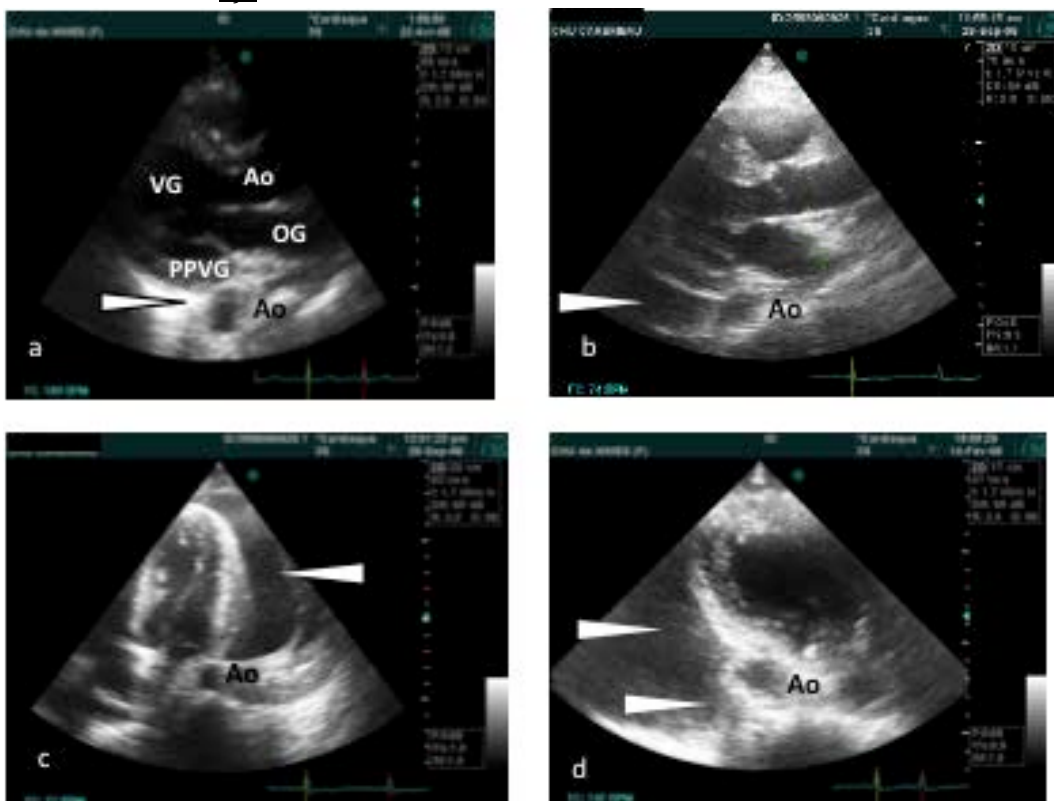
Diagnostic positif et différentiel d'épanchement péricardique. a : échographie normale, coupe PSGA. Le péricarde postérieur normal est hyperéchogène et sa limite postérieure est située entre l'aorte thoracique descendante (Ao) et la paroi postérieure du ventricule gauche (PPVG) (flèche). b :
